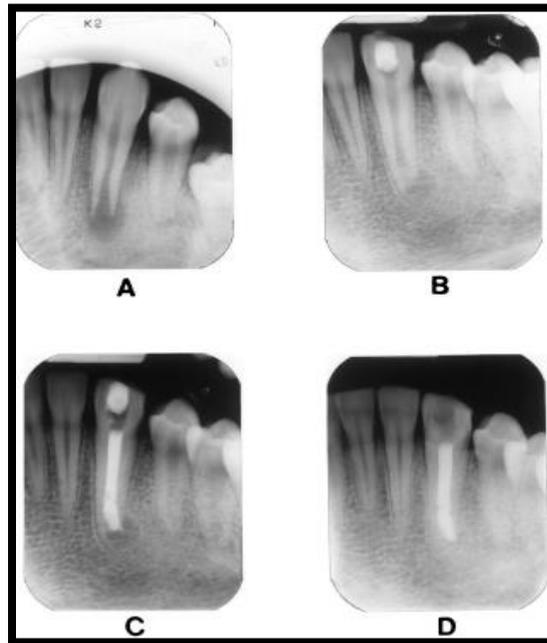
A. se muestra el canino inferior con una lesión periapical y un ápice abierto. B. se muestra instrumentado. C. se muestra con medicación de hidróxido de calcio intraconducto. D. la cita de seguimiento con el ápice cerrado.
